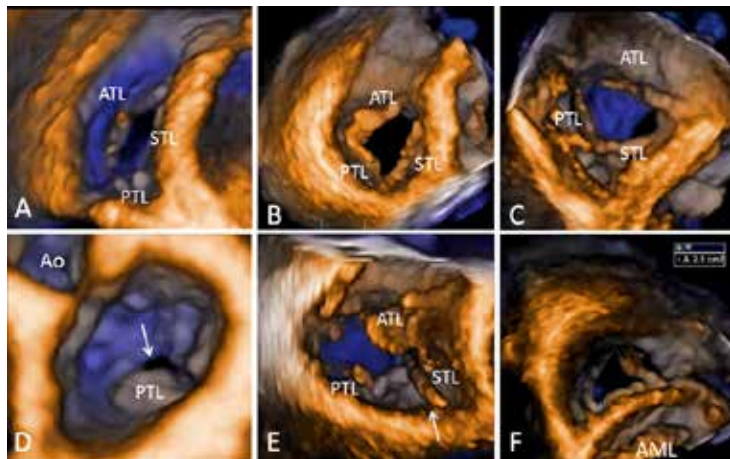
Three-dimensional transthoracic echocardiographic images of the tricuspid valve in various clinical settings. Volumetric tricuspid valve renderings are obtained from cropping, rotating, and thresholding a full-volume data set containing the tricuspid valve, acquired from an apical approach. a, Normal aspect of the tricuspid valve in a healthy subject as seen from the right ventricle, showing all three leaflets *en face*, the anterior leaflet being larger in comparison with the others, and the oval, normally sized annulus. b, Tricuspid valve visualization from the ventricular aspect in a patient with severe pulmonary arterial hypertension and functional tricuspid regurgitation, demonstrating thickened and tethered leaflets, increased size and sphericity of the tricuspid annulus with flattening of the interventricular septum. c, Carcinoid heart disease, showing the characteristic appearance of the tricuspid valve involvement with thickened fibrotic leaflets immobilized
